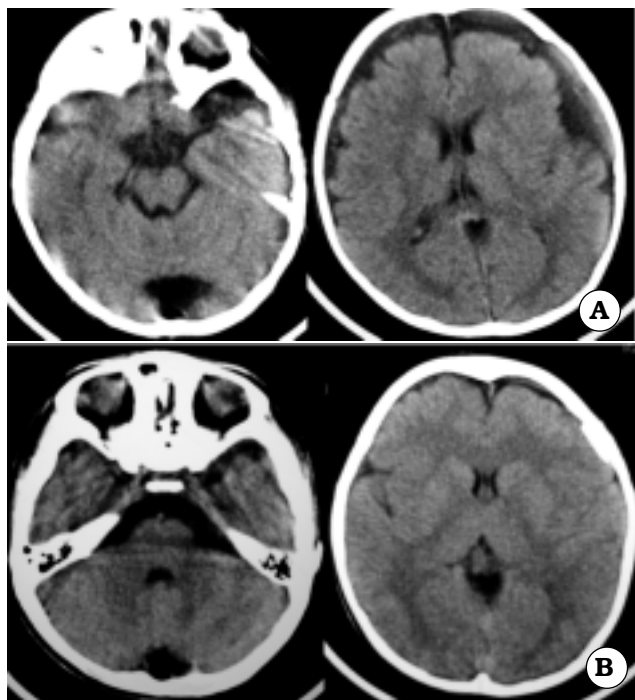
Caso 4. A. TAC prequirúrgica. B. TAC postquirúrgica.
